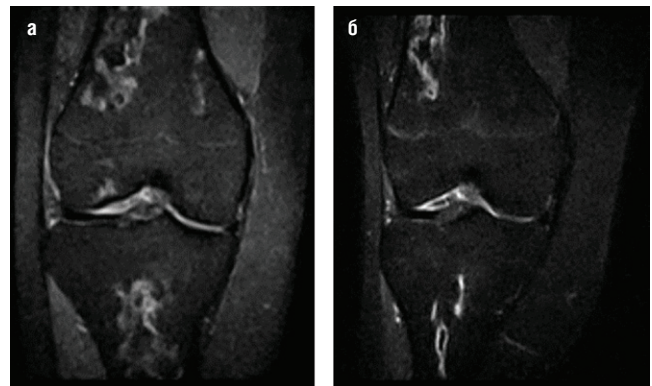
Динамика очагов аваскулярного некроза в области правого коленного сустава на фоне терапии белимумабом у пациентки Б., 16 лет (магнитно-резонансная томография, режим STIR): а — перед назначением белимумаба; б — после 12 мес. терапии белимумабом
